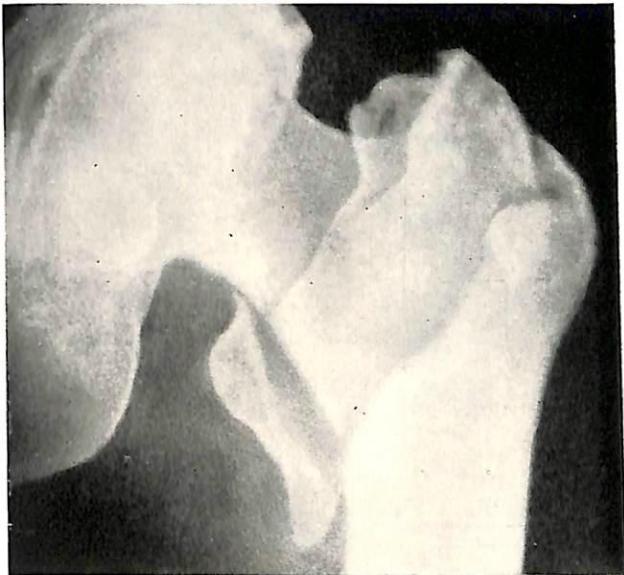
Рентгенограмма чрезвертельного перелома бедра с отрывом малого вертела.
